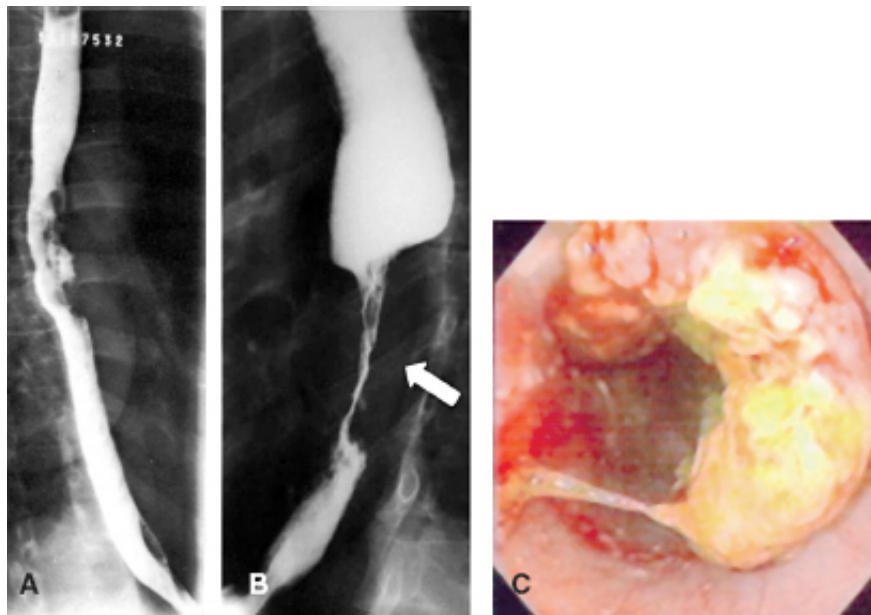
Neoplasia de esôfago. A. Radiografia do esôfago evidenciando neoplasia vegetante e ulcerada no terço médio do esôfago. B. Radiografia do esôfago evidenciando neoplasia infiltrante com estreitamento acentuado da luz esofágica. C. Endoscopia do esôfago mostrando lesão vegetante.
